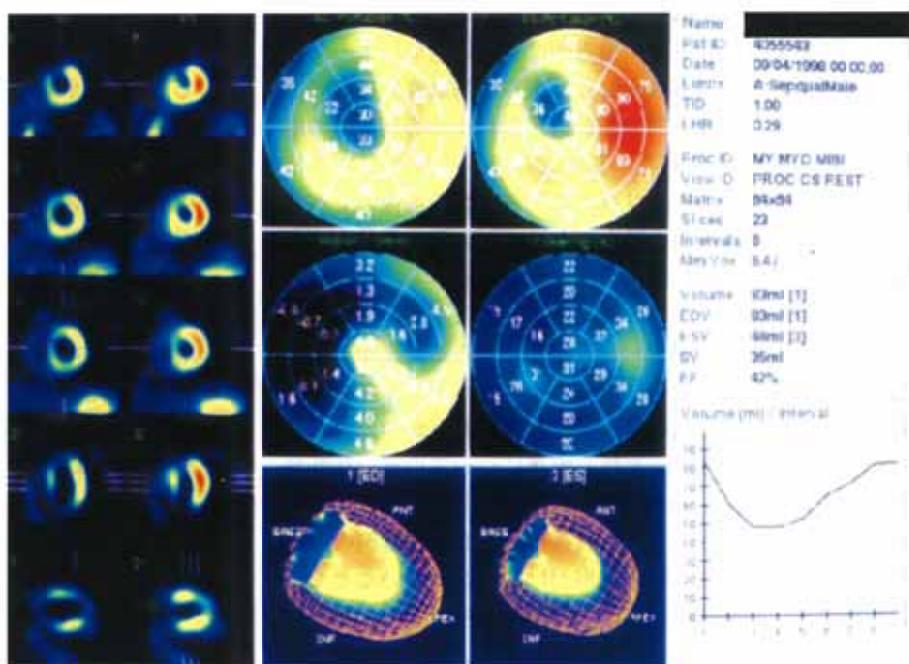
A final result of the quantitative-gated SPECT (QGS) software of a patient with anterior myocardial infarction. End-diastolic and end-systolic images (left) and various functional maps (middle) with functional parameters (right) can be obtained with this software.
